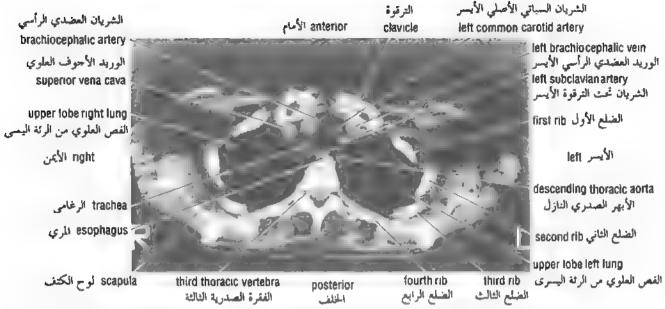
CT scan of the upper part of the thorax at the level of the third thoracic vertebra. The section is viewed from below.
